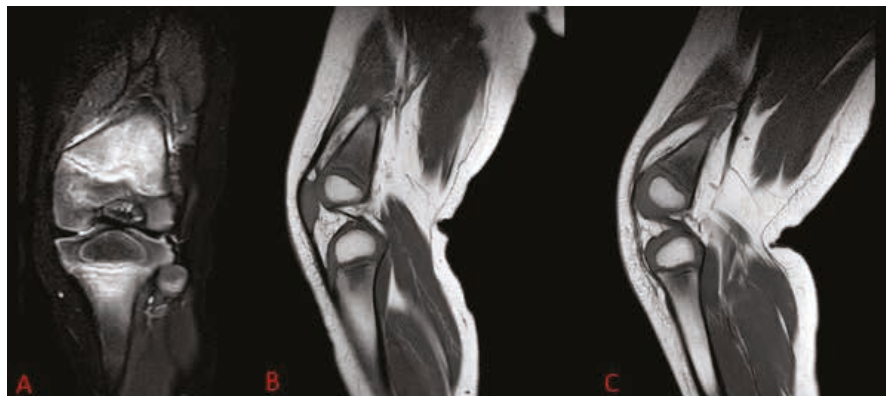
RMN ginocchio. Minimo simmetrico film fluido del recesso sottoquadrilaterale bilaterale. In sede metafisaria femorale e tibiale a sinistra si apprezza aspetto iperintenso in STIR (A) e ipointenso in T1 (B) come per quota edematosa da accrescimento, di entità simmetrica rispetto al ginocchio destro in T1 (C).
